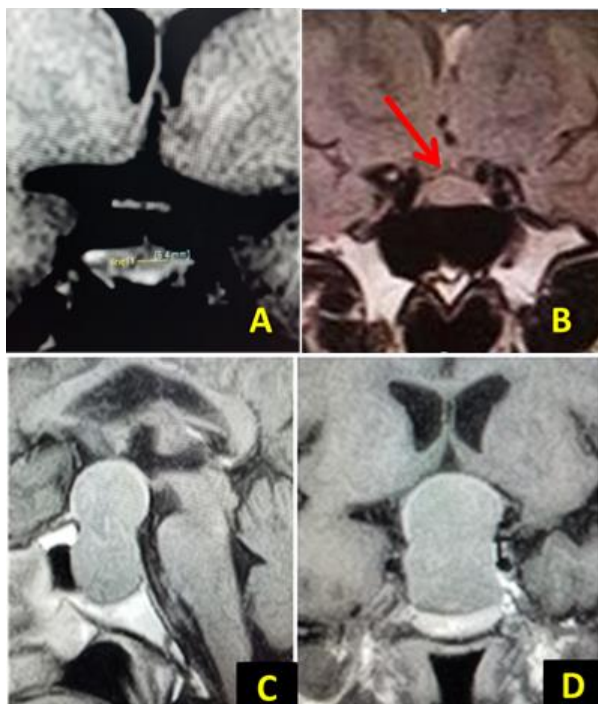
(A) IRM en coupe coronale T1 SE (HR) montrant un micro adénome. (B) IRM en coupe coronale FLAIR 5HR) montrant une convexité supérieur de l'hypophyse avec micro adénome en discret hyper signal. IRM en coupes sagittale T1 (C) et coronale T1 (D) sans injection de gadolinium montrant un macroadénome hypophysaire à extension supra sellaïre, comprimant le chiasma optique.
